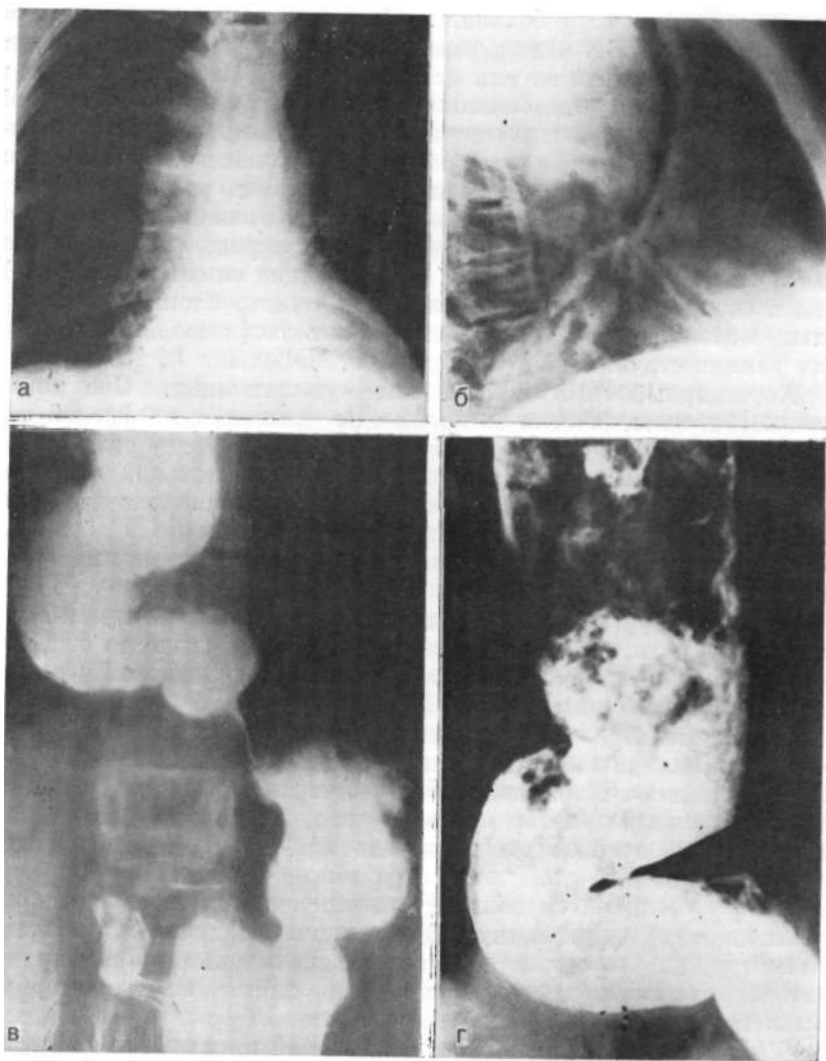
Рентгенограмма. Ахалазия кардии IV стадии.
